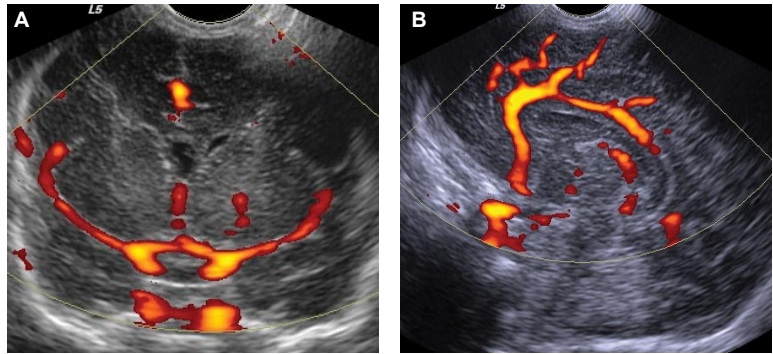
Arterias cerebrales medias (A) y pericallosa (B) visualizadas mediante modo Power Doppler.
